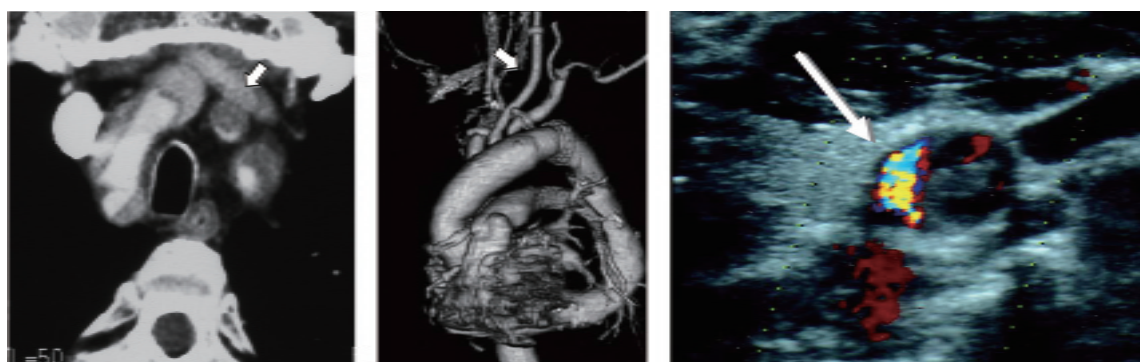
Cerebral malperfusion (computerized tomograph, echogram). Left common carotid artery malperfusion required extensive repair because of compression by the false lumen, resulting patency of distal re-entry.
